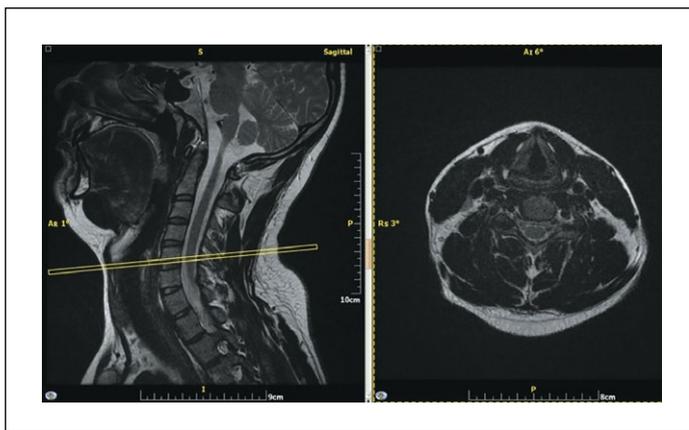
Участник №20, женщина, 26 лет. МРТ в режиме T2, выполненные в сагиттальной плоскости и поперечно на уровне C5 позвонка, диагностическое оборудование – 1,5 Тл Brivo MR355 (General Electric, USA).
